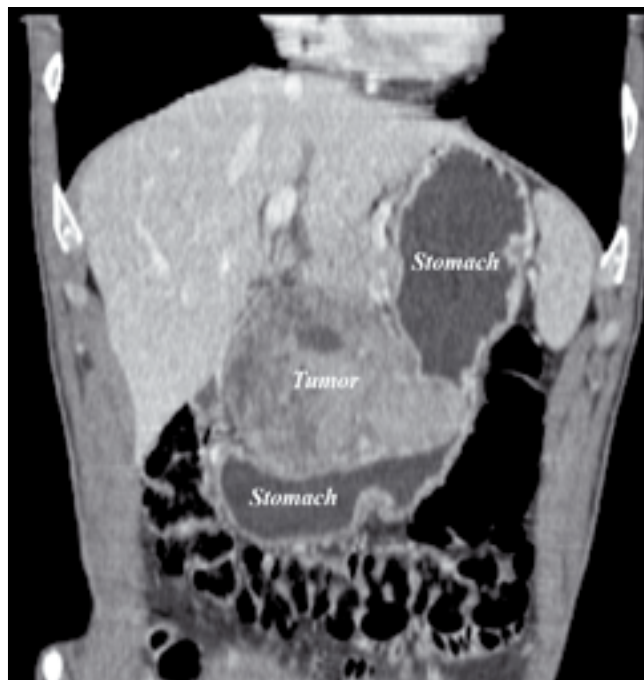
КТ пациента Ш., фронтальная проекция. GIST желудка
